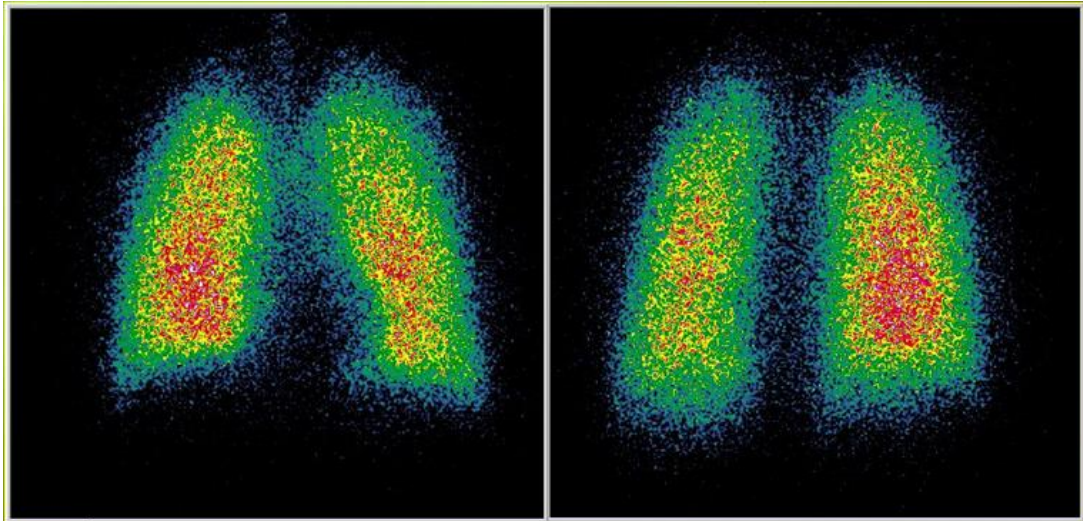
Perfuzní scintigrafie plic, normální nález (Doležal)
